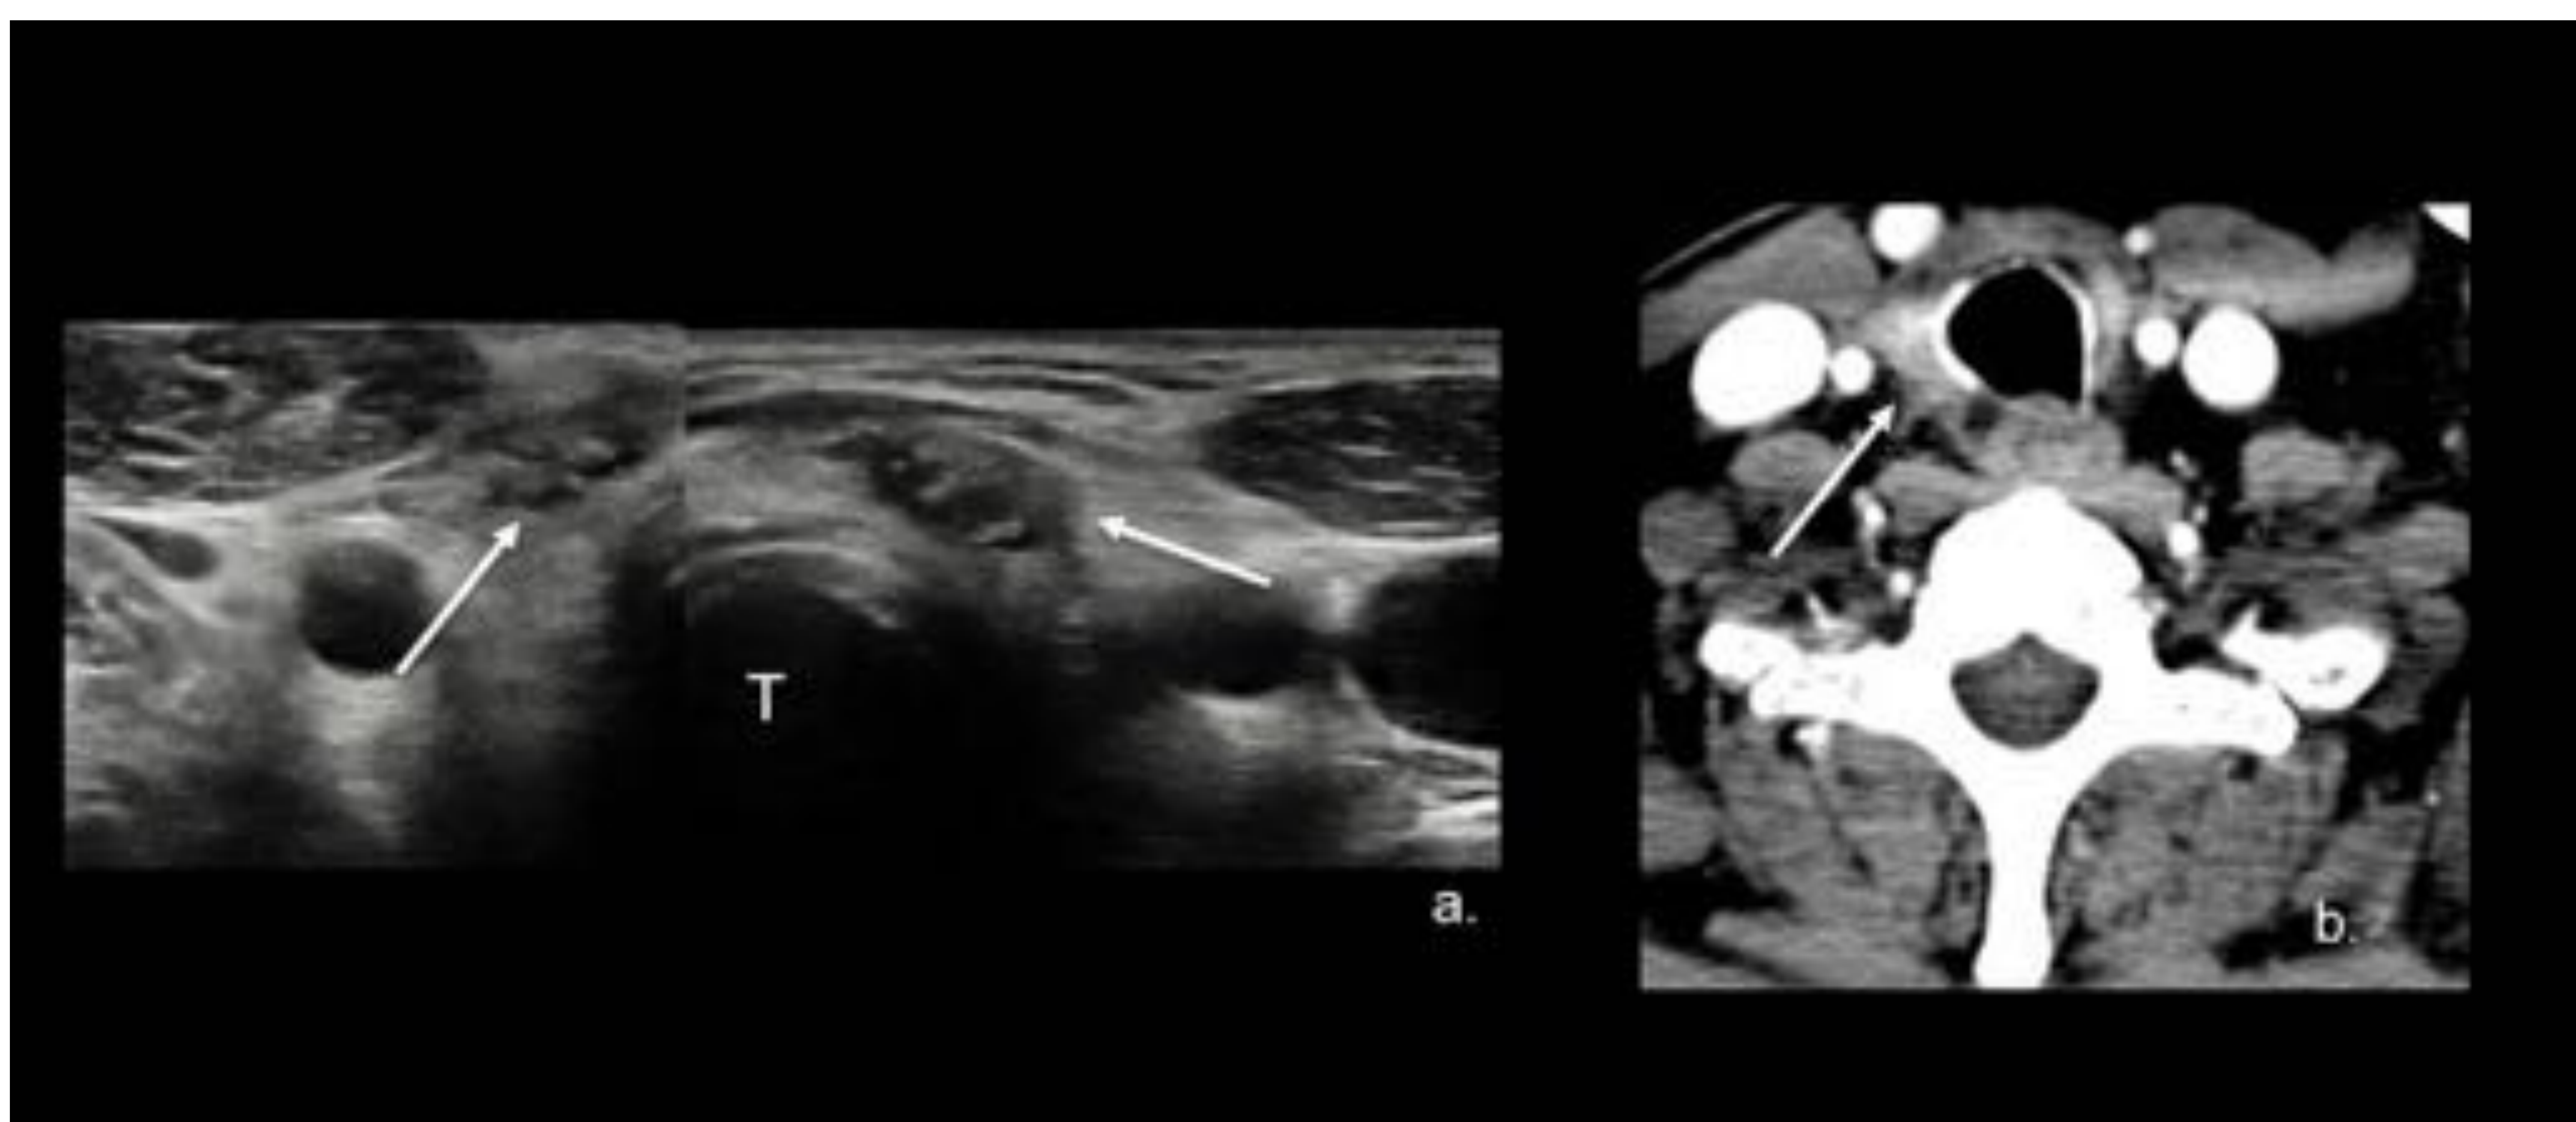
Remanente de tiroides. Ecografía de cuello en corte axial (a.) muestra nódulos hipovasculares hipoechoicos a ambos lados del lecho de tiroidectomía (flecha) imitando la recurrencia del lecho tiroideo. La imagen por TC axial (b.) muestra el remanente tiroideo (flecha). Biopsia confirmó el remanente tiroideo. Referencia: Hospital Universitario Severo Ochoa. Leganés – España.
